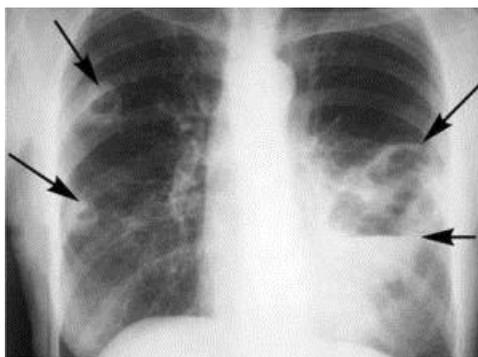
Рентгенография ОГК пациентки. Картина двусторонней абсцедирующей пневмонии
